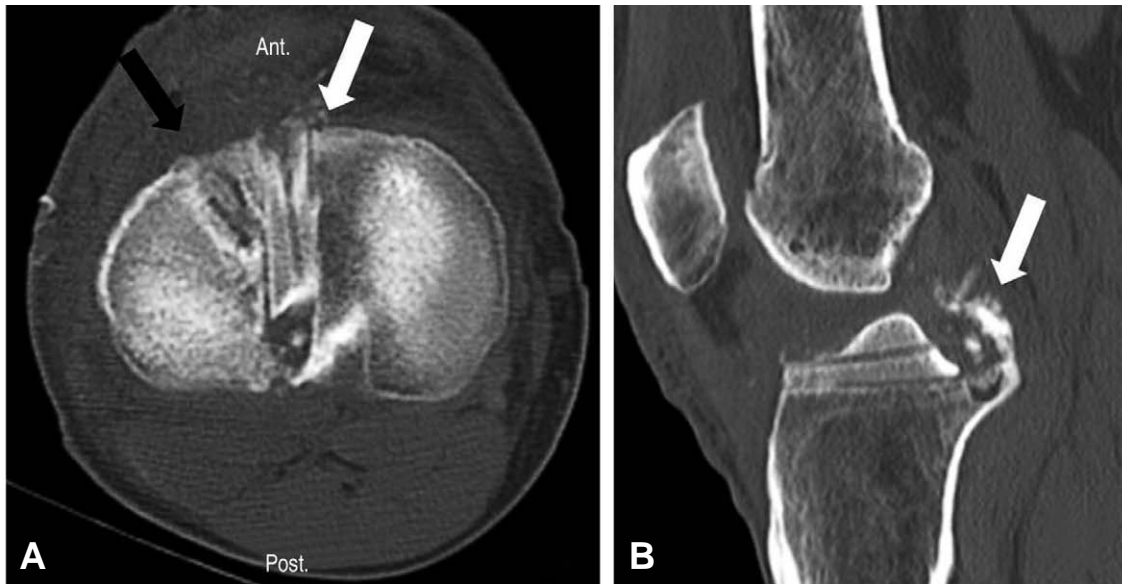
Postoperative computed tomography scan. (A) Demonstrating a vertical tibial canal (white arrow), compared to the previous canal (black arrow) and an (B) anteriorly positioned graft. Notice the bony fragment (white arrow) in the posterior aspect. Ant: anterior, Post: posterior.
